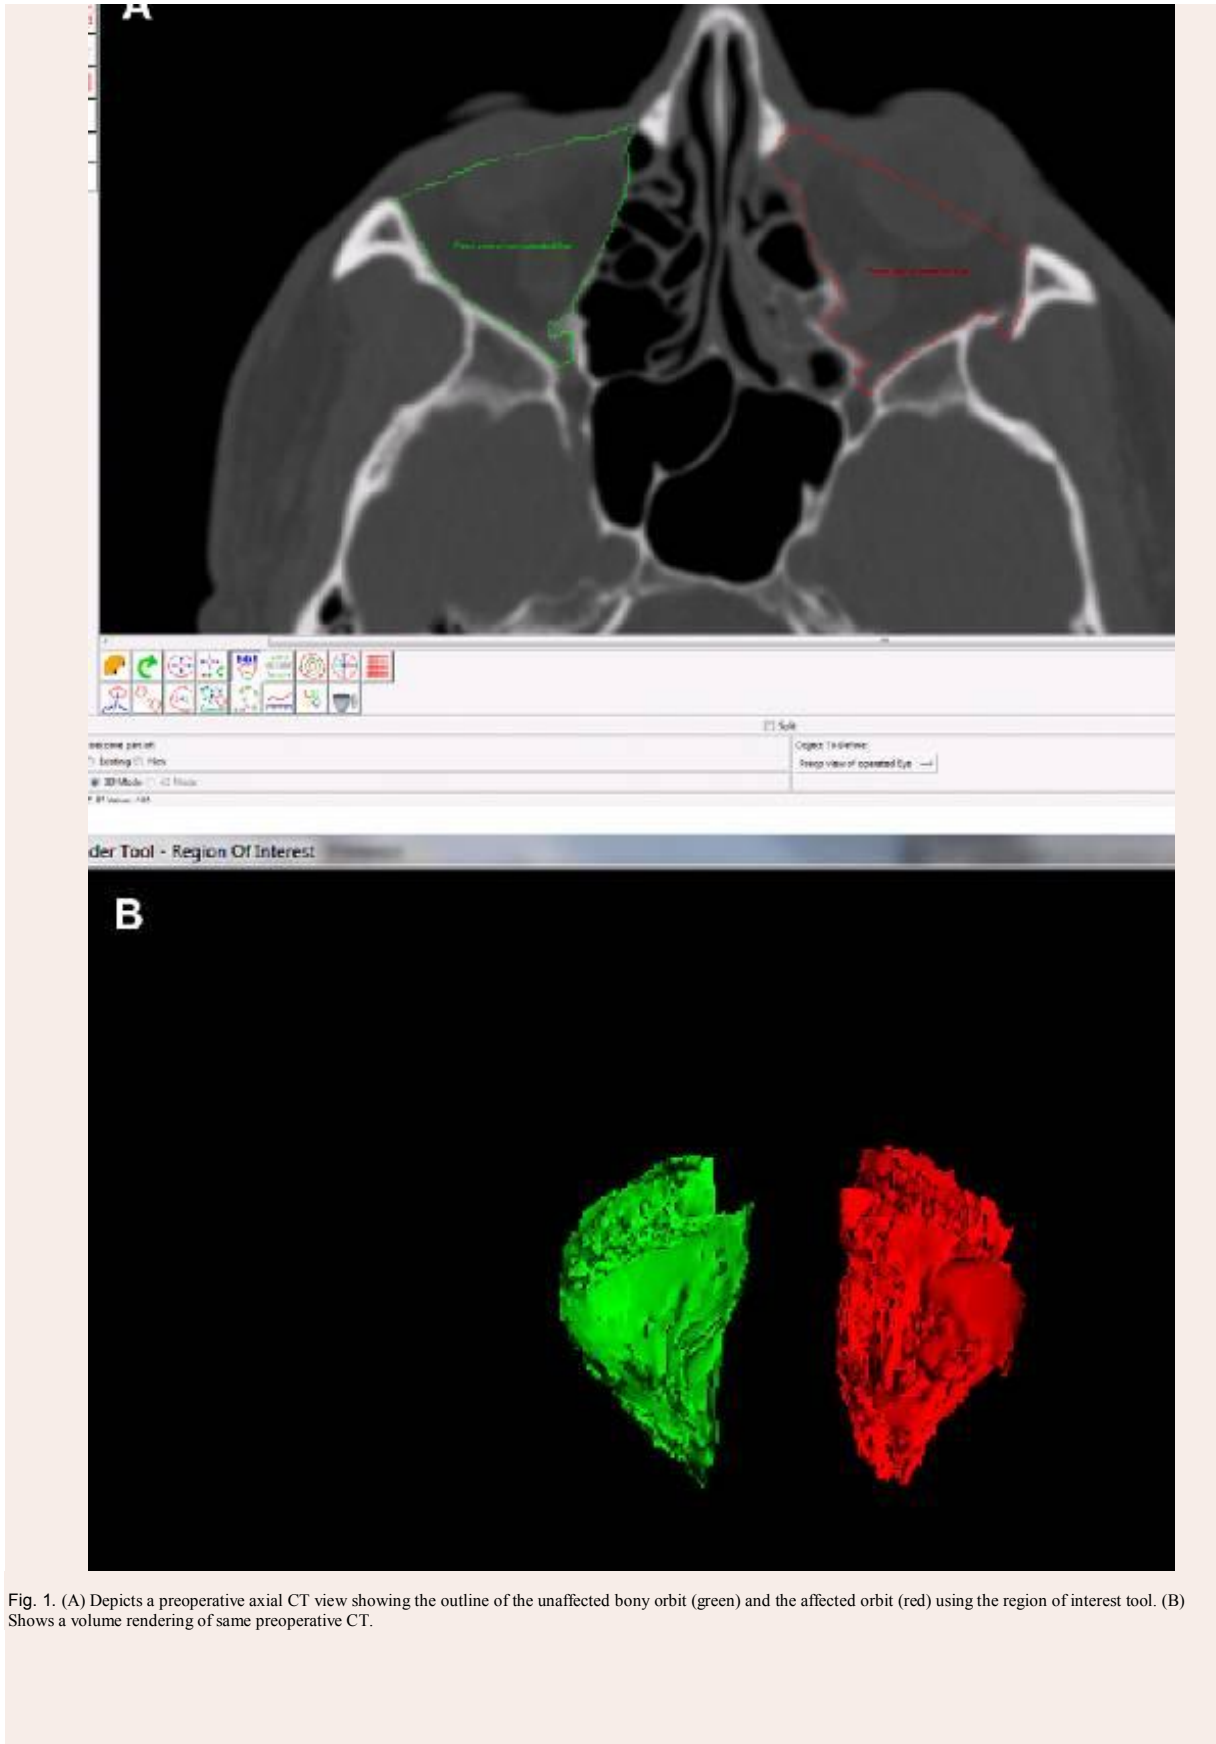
(A) Depicts a preoperative axial CT view showing the outline of the unaffected bony orbit (green) and the affected orbit (red) using the region of interest tool. (B) Shows a volume rendering of same preoperative CT.
